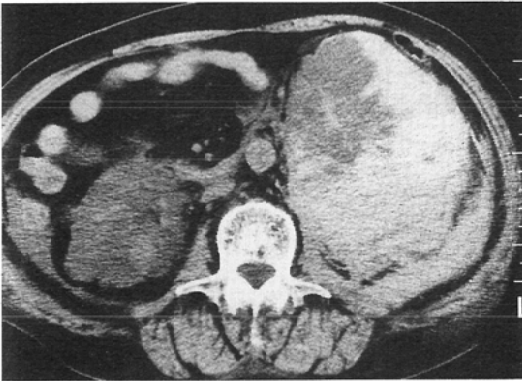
72-year-old man who had been on renal dialysis treatment had massive hemorrhage in the left retroperitoneal space treated by renal arterial embolization. The abdominal CT scan (A) shows a large hematoma in the left retroperitoneal space and the right atrophic kidney with low density areas suggesting acquired cystic kidney disease. Left renal arteriogram (B) demonstrates a small pooling of contrast material (arrow) in the upper pole as well as irregularity of intrarenal arteries. The arteriogram at late phase (C) shows extravasation in the middle pole (large arrow) as well as the aneurysmal pooling of contrast material in the upper pole (arrow). Left renal artery is completely occluded on aortogram (arrow) after embolization with both alcohol and steel coil (D). The large hematoma was absorbed and changed into a smaller cystic mass on CT scan 7 months after embolization (E).
